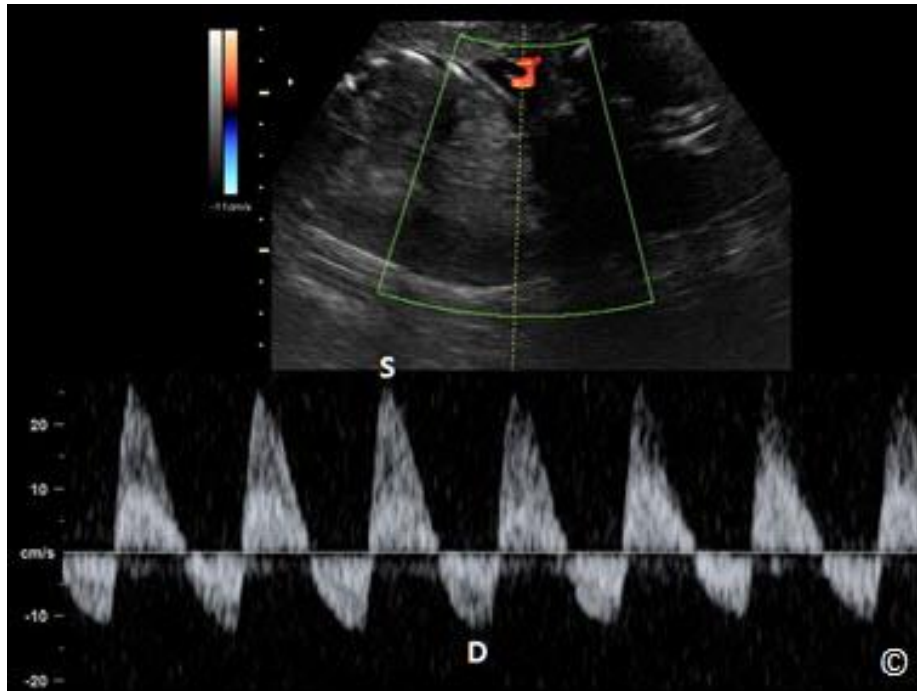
Barevné dopplerovské zobrazení cév pupečnicku v místě úponu pupečnicku k placentě (A), volné kličky pupečnicku v amniální dutině (B) a v místě úponu pupečnicku k břichu plodu (C).
